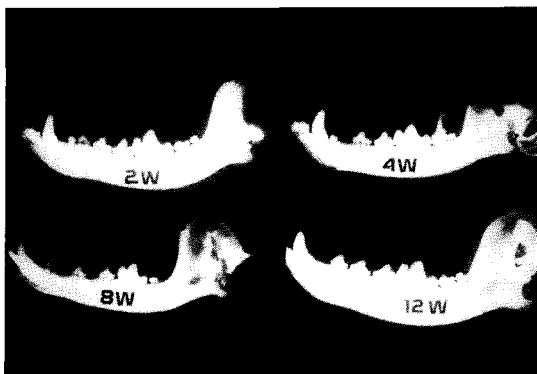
Radiographic findings of conservative treatment group. Double condylar head appearance is observed at 12 weeks after operation.
